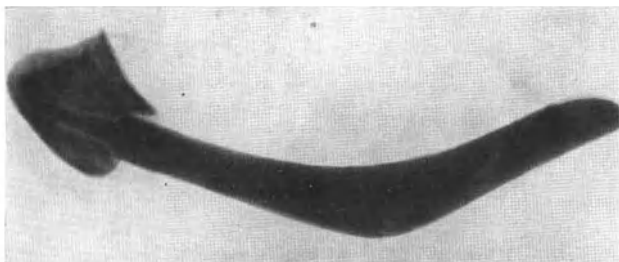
Röntgenbild von Abb. 53. Man sieht die Form der Elfenbeinprothese und die Verankerung im Kieferknochen.
